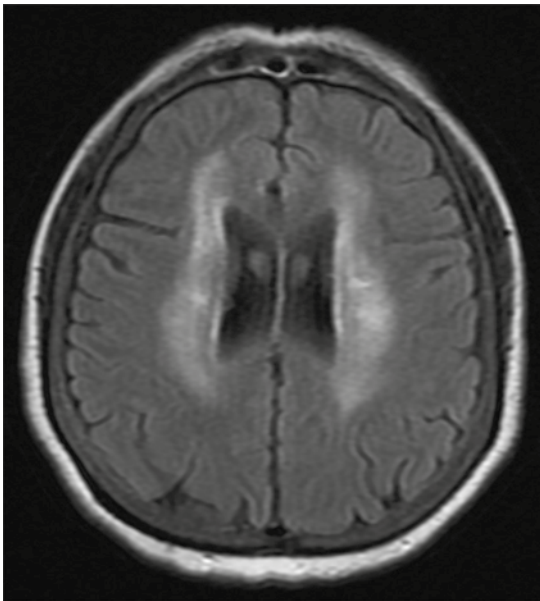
Secuencia FLAIR con hiperintensidad en ambos centros semioviales.
